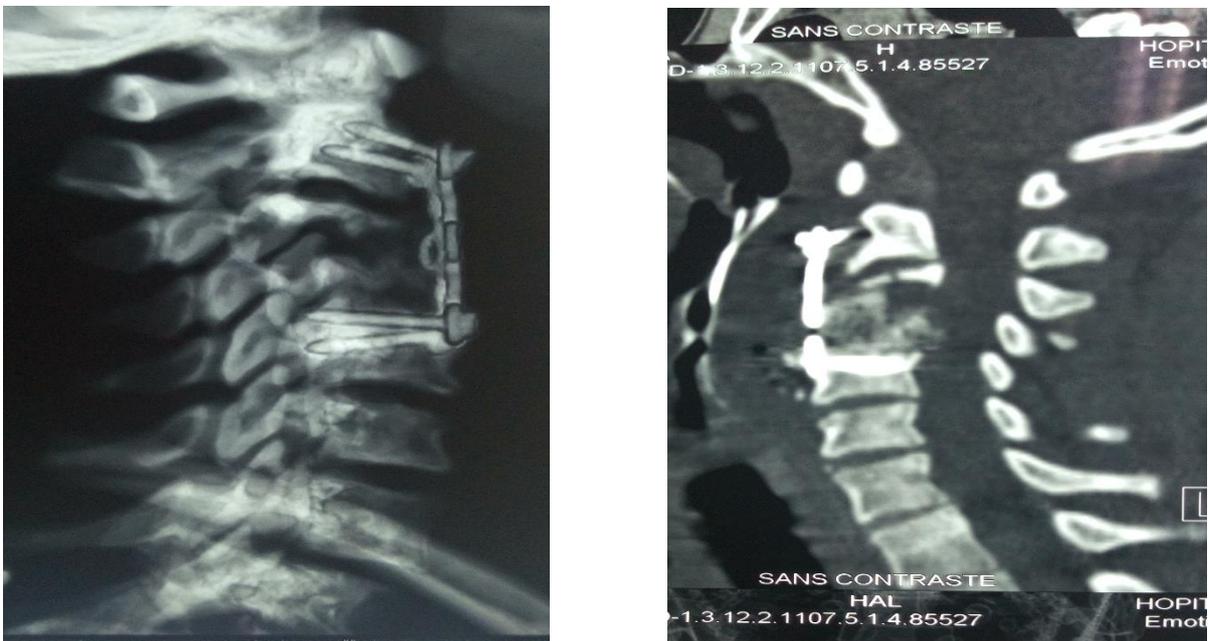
Patient N1 : TDM de contrôle post opératoire après arthrodèse cervicale.
